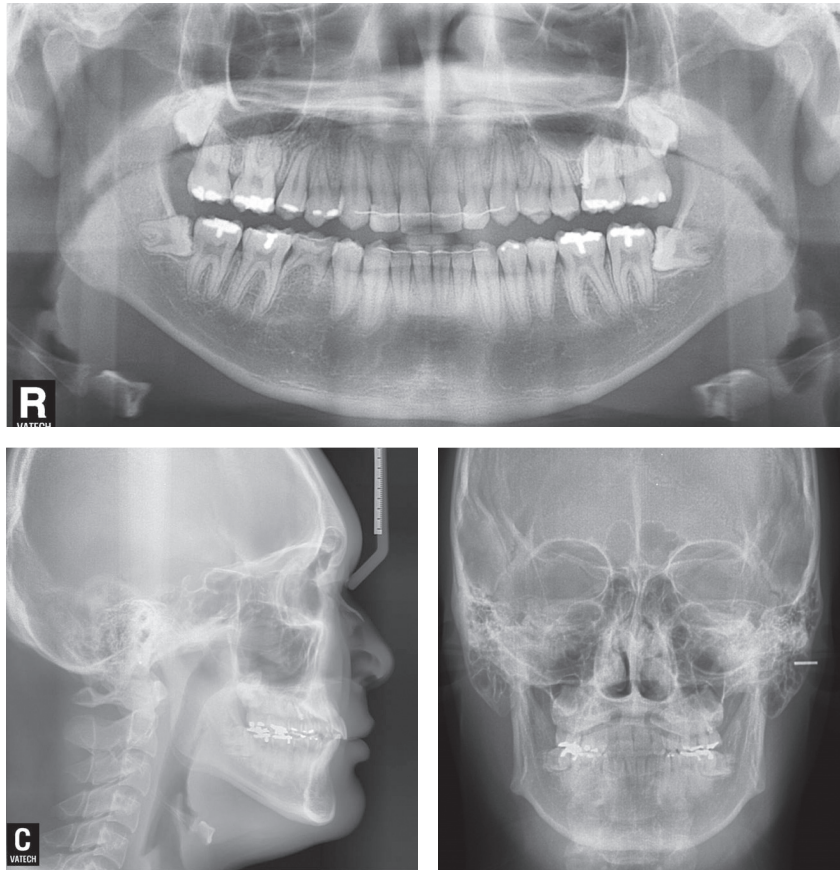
Radiographic examination after treatment.
